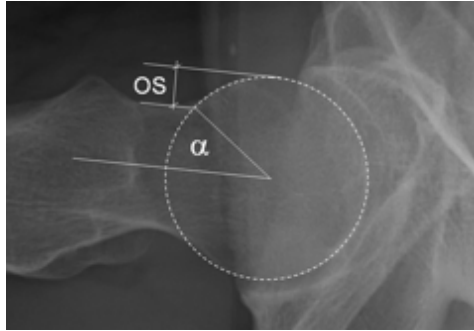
foto de radiografia demonstrando a medida do ângulo alfa e do offset anterior do colo femoral.
